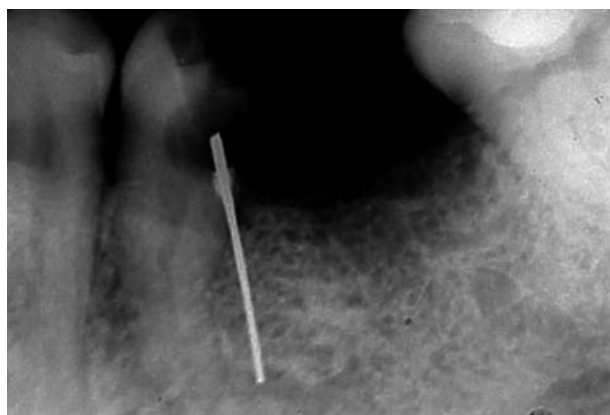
Radiografía de un segundo premolar inferior. Se observa una perforación en el tercio coronario atravesada por un cono de plata insertado en tejido óseo.
